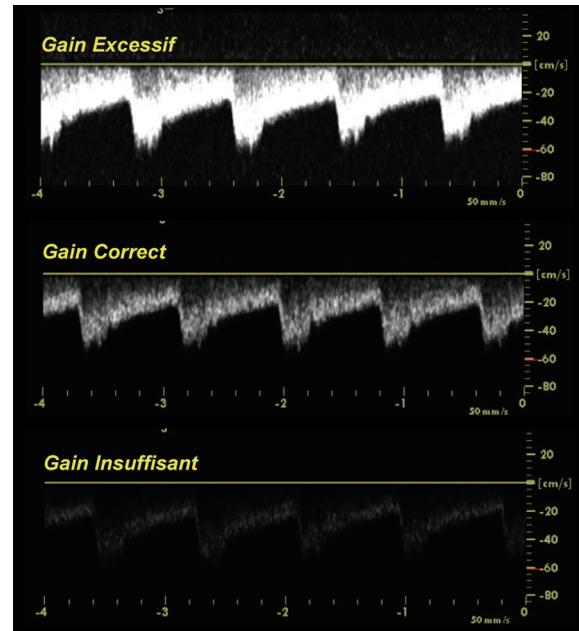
Réglage du gain. Le sonogramme, produit par l'analyse spectrale en temps réel du signal Doppler, n'apporte les renseignements utiles que si le gain est réglé correctement, affichant les fréquences Doppler de plus forte intensité en gris très clair (presque blanc) et les plus faibles en gris très sombre (presque noir). Un gain excessif (en haut) ne permet pas d'évaluer le profil d'écoulement, tandis qu'un gain insuffisant (en bas) masque les signaux d'intensité moyenne ou faible.
